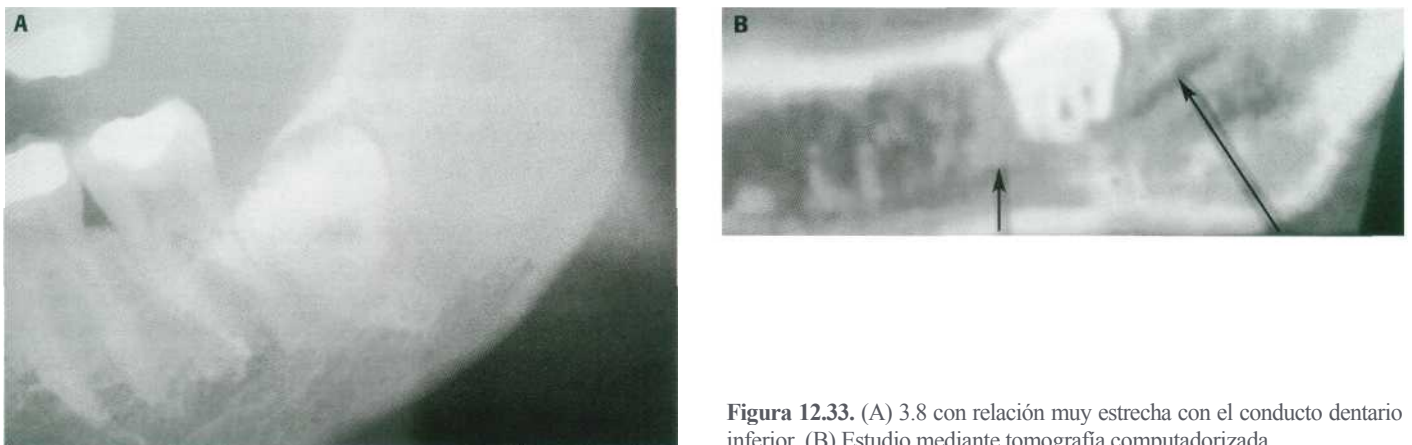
(A) 3.8 con relación muy estrecha con el conducto dentario inferior. (B) Estudio mediante tomografía computadorizada.
